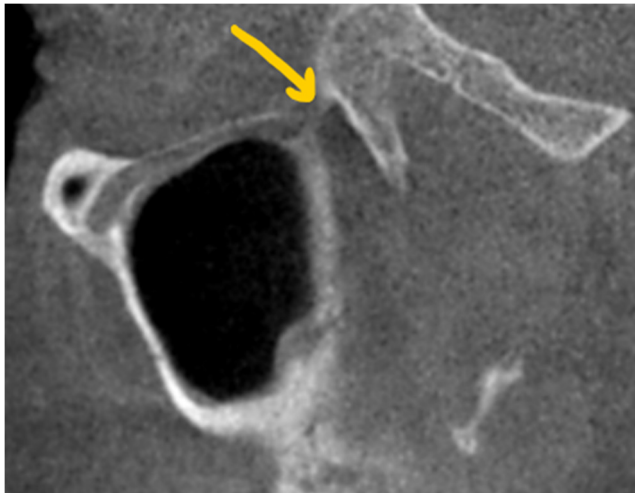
Secțiune CBCT sagitală prin sinusul maxilar. Șanț infraorbital absent. Canalul infraorbital se întinde de la fisura orbitală inferioară (săgeata) până la gaura infraorbitală.
